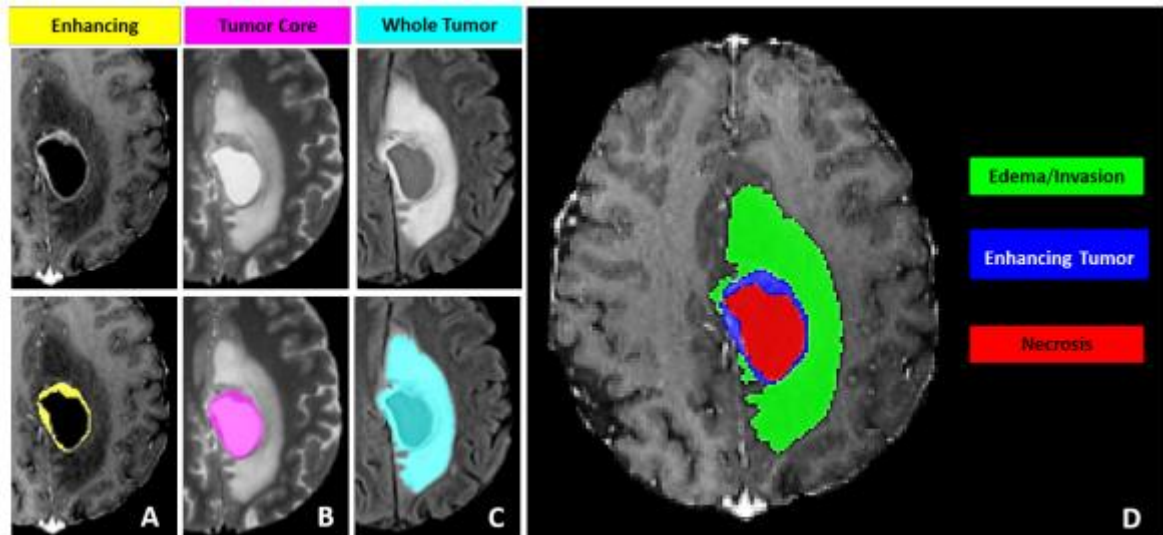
Subregiones en MRI scans. A - Enhancing tumor (ET) visible en un T1Gd scan, B – Tumor core (TC), C- Whole tumor (WT) visible en T2 y T2 FLAIR. D- Edema, Enhancing tumor y Necrosis. (5)
